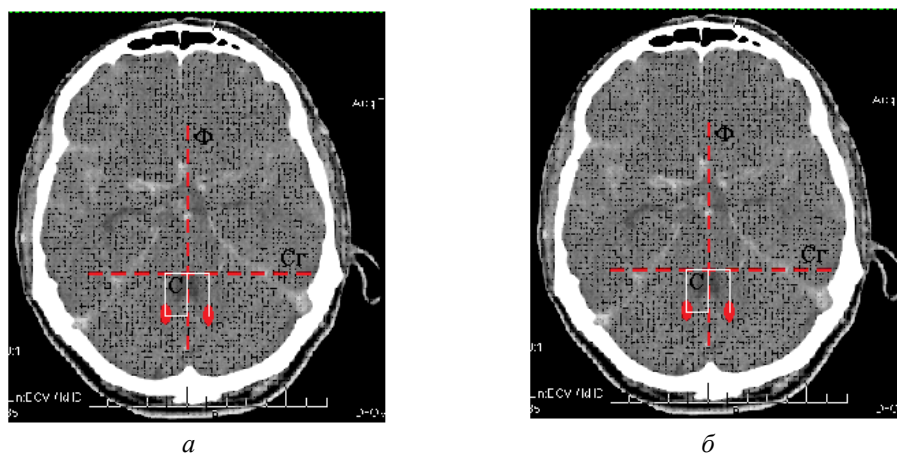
Система внутримозговых координат на томографических срезах
